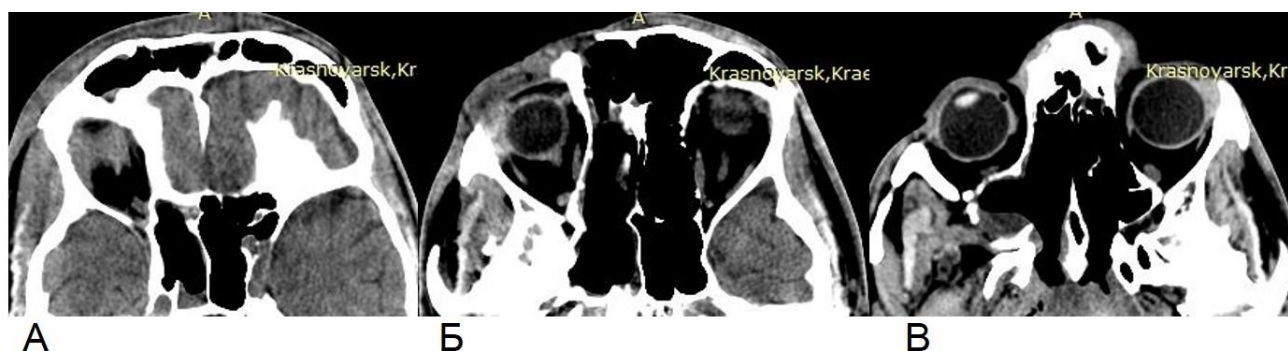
КТ околоносовых пазух пациента П., 25 лет, через 7 дней после хирургического лечения в аксиальной проекции
